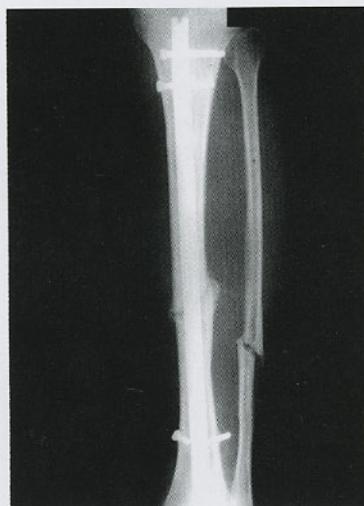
postoperative 9 month X-ray bone callus was visible on fracture site but distal interlocking screw was broken.
